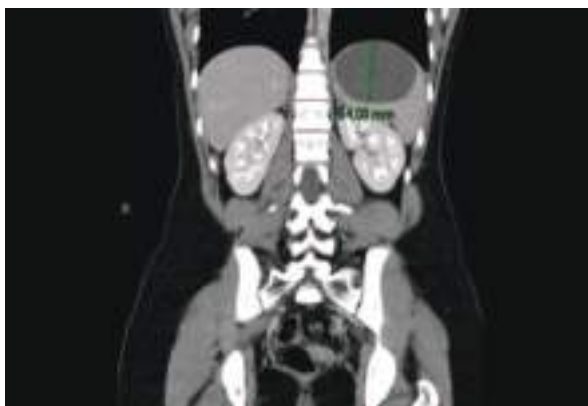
Tomografía computarizada diagnóstica. Corte axial
